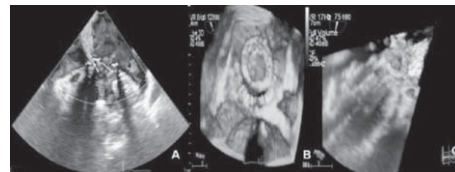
Two dimensional transesophageal echocardiography showing severe paravalvular leak (Figure 1A), real time 3D TEE zoom acquisitions revealed displacement of the sewing ring over half of the annular ring (Figure 1B, arrows) and full volume colour 3D TEE demonstrated an eccentric, severe paravalvular mitral regurgitation jet (Figure 1C).
